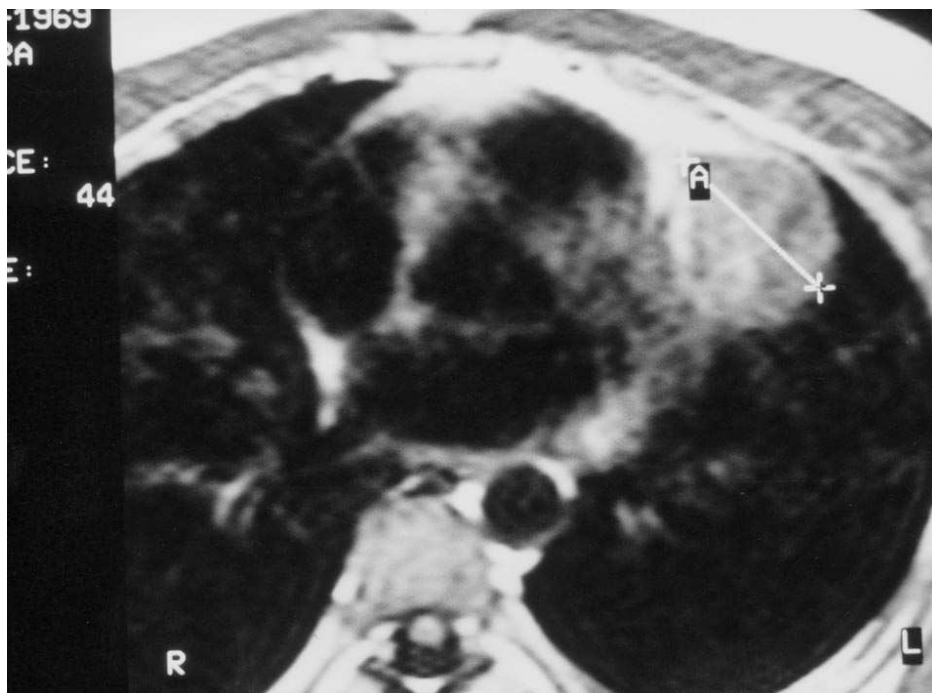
RMN: corte transversal. Se observa una imagen redondeada, hiperintensa, situada en la pared lateral y ligeramente posterior del ventrículo izquierdo.
